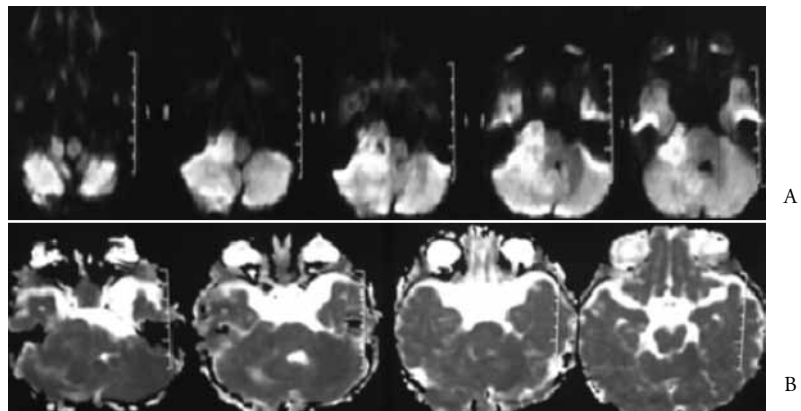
A y B. A. Resonancia magnética cerebral, secuencia de difusión (DWI), corte transversal
